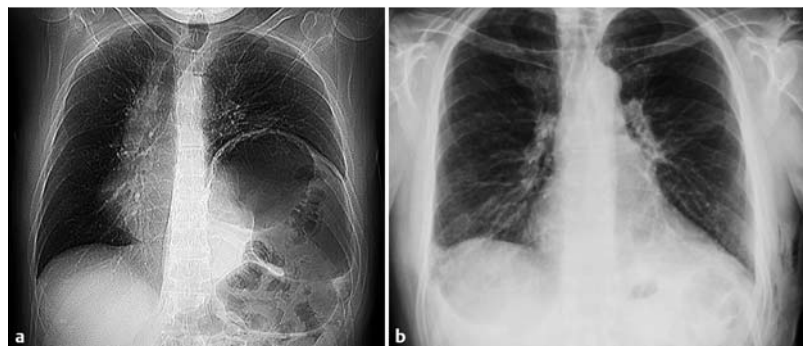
Röntgen-Thorax-Übersicht vor a und nach b Zwerchfellraffung.
